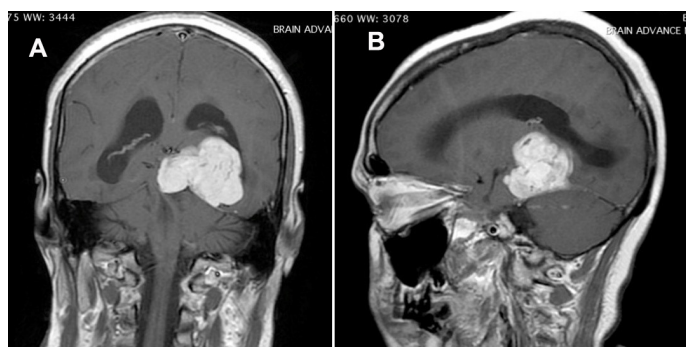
A. Coronal, and B. Sagittal T1W contrast-enhanced MRI. After contrast injection, it shows marked enhancement and the delineation of the mass is clear and sharp. Tumor attaches to cerebellar peduncle.
